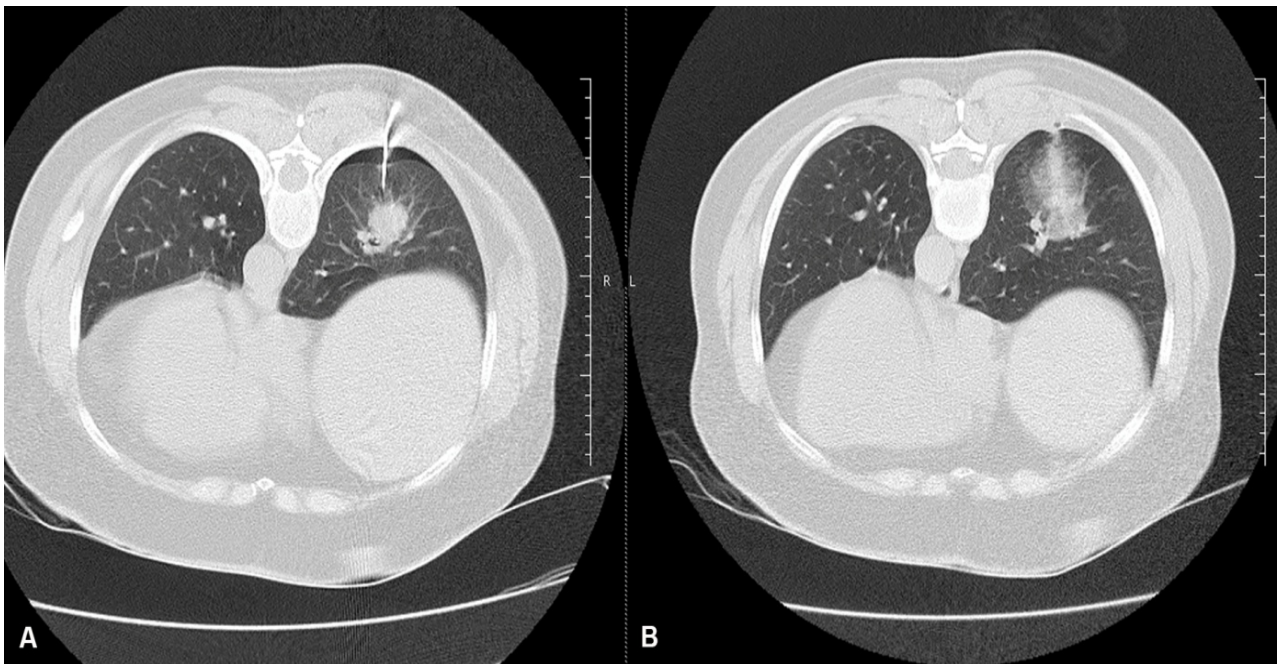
During the TTLB procedure performed on the mass in the right lower lobe of a 55-year-old female patient, minimal pneumothorax was observed while the needle was advanced towards the lesion. The procedure had to be discontinued due to hemoptysis in the patient. In the follow-up CT, hemorrhage was observed around the lesion and in the needle tract.
